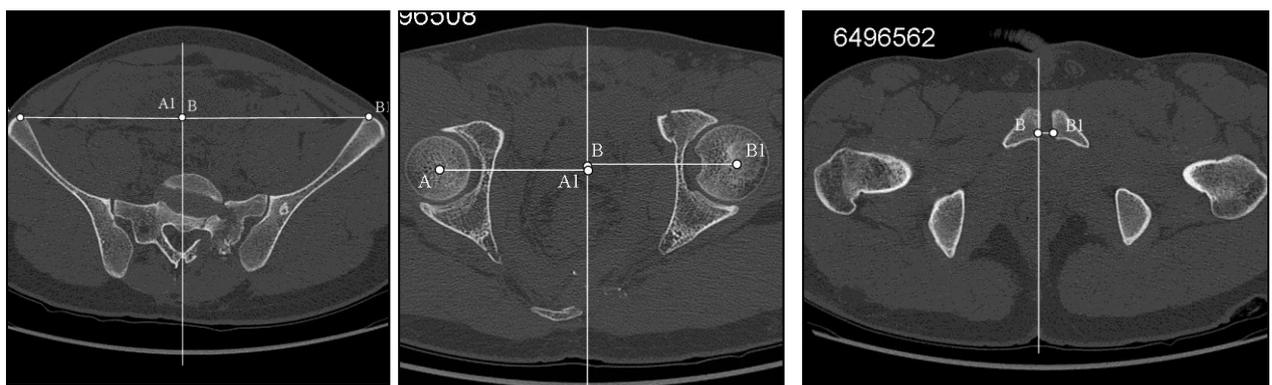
Томографические срезы таза на трех уровнях в горизонтальной плоскости у пациента К., 47 лет, с расчетами индексов костной асимметрии (t)
